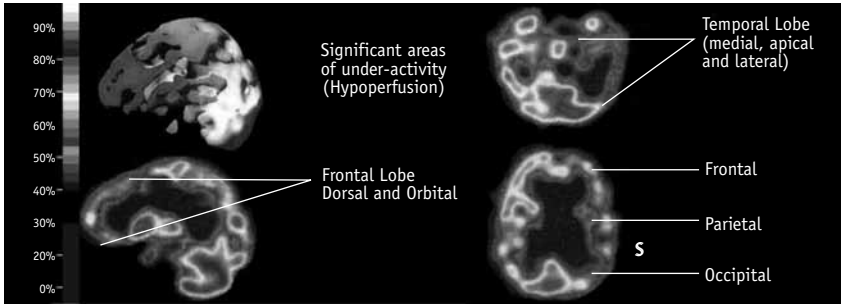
Imagen de SPECT de un paciente con enfermedad de Alzheimer. Imagen tomada de <http://www.drrobertkohn.com/BrainSpect/SPECTscans/DementAlzh.htm>*
